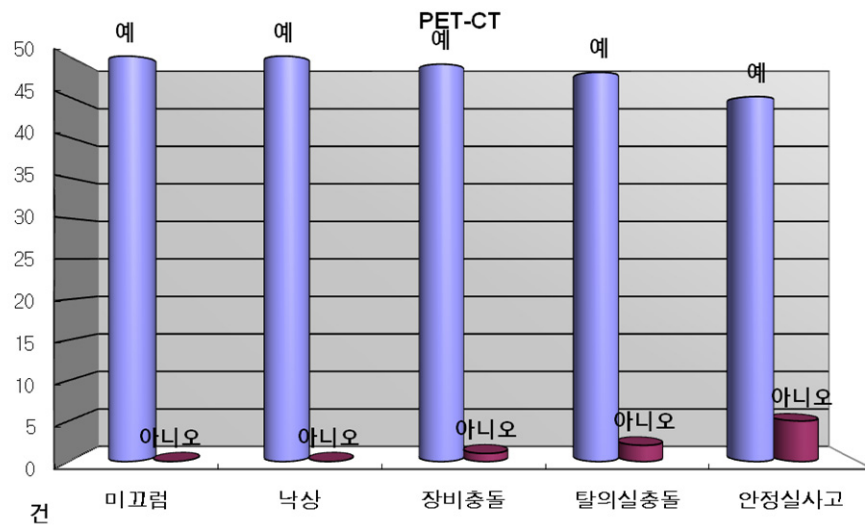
PET-CT scan results of the survey report for safety to the attention.
